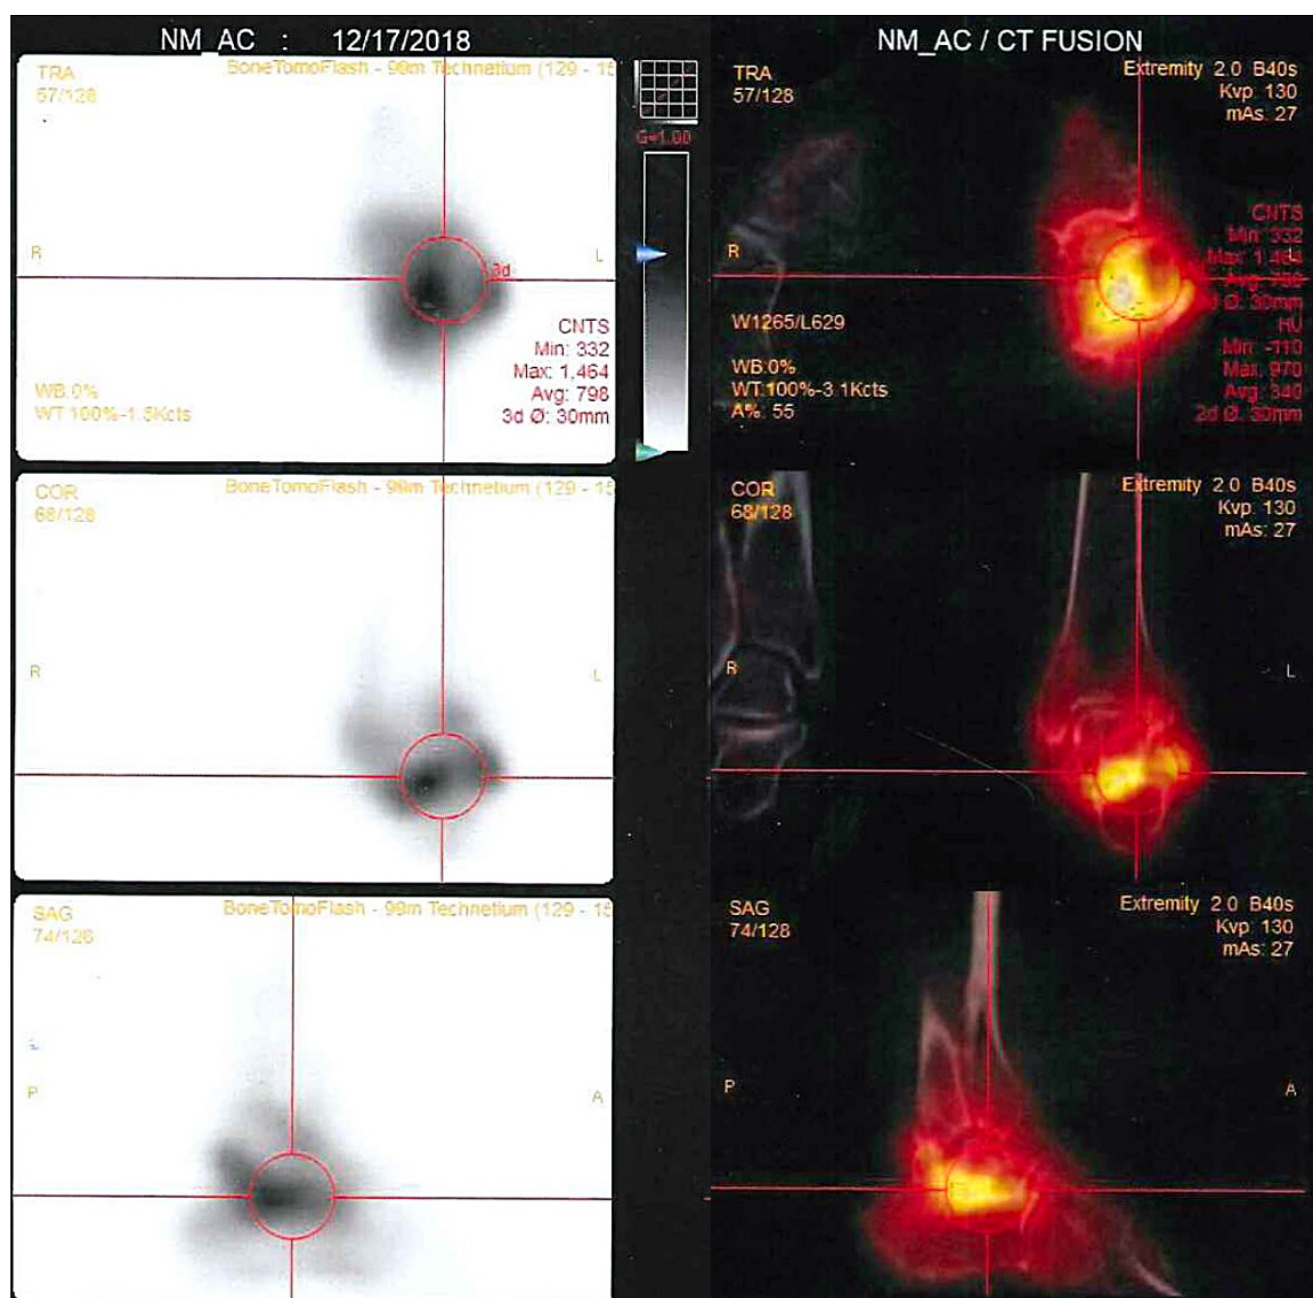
Gammagrafía ósea de tobillo izquierdo; art. subastragalina. SPECT/CT Fusión: La intensidad del grado de captación motivó su orientación diagnóstica inicial hacia un proceso séptico agresivo.
